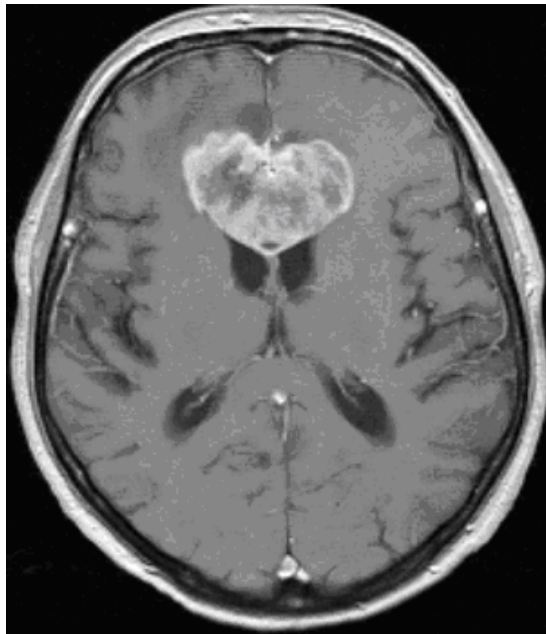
Typisches Bild eines sogenannten Schmetterlingglioms in der T1 gewichteten MRT Aufnahme nach Gadoliniumgabe. Der Tumor breitet sich über das Corpus callosum bifrontal aus und komprimiert die beiden Frontalhörner.
